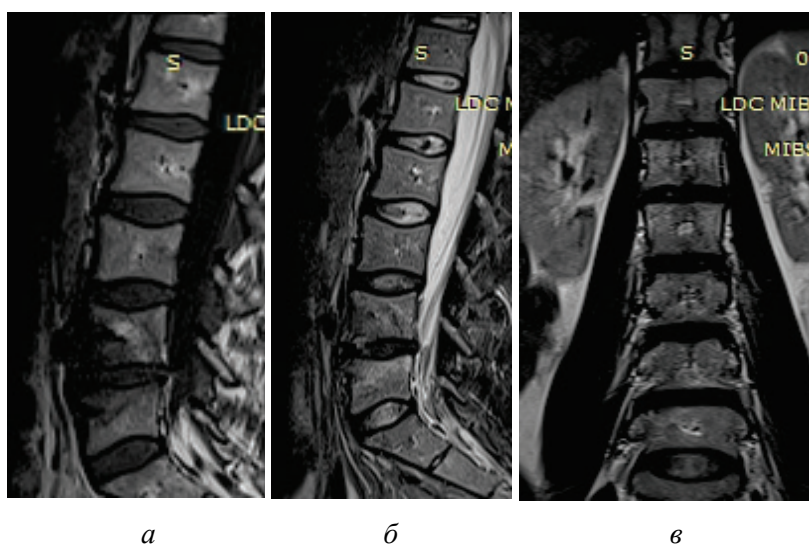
МРТ пациентки Б. (38 лет) с аксиальным спондилоартритом. При МРТ выявляются характерные метаболические нарушения на уровне L4-5 в виде гиперинтенсивного сигнала (сагиттальные срезы МРТ А-режим в WT1, Б-режим WT2, В-режим WT2-фронтальный срез)
